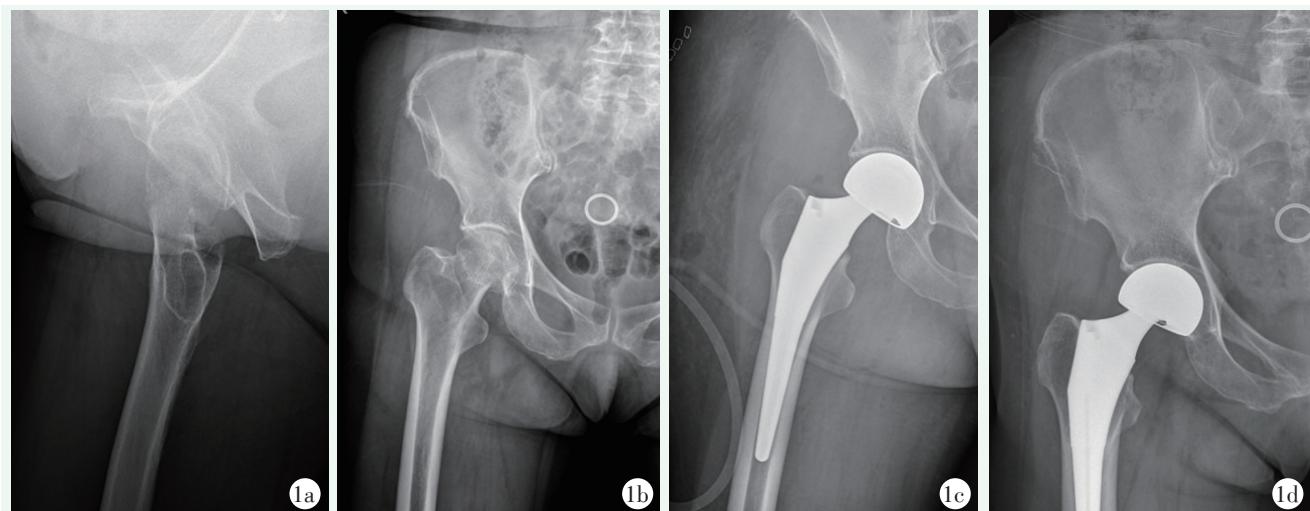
患者女性，75岁。1a, 1b:术前正侧位X线片示右侧股骨颈骨折；1c, 1d:术后即刻、随访12个月X线片示假体位置良好，在位。
